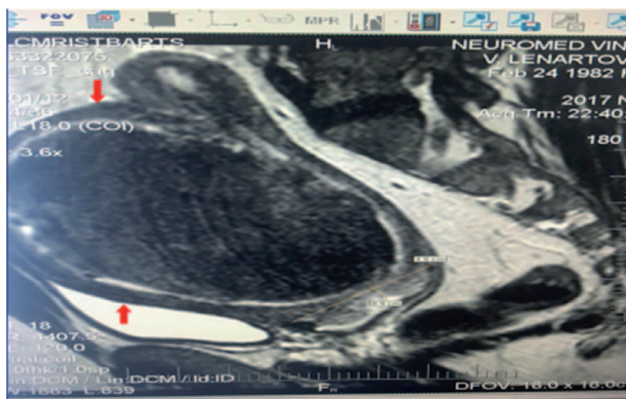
Пацієнтка О., 32 роки, діагноз: Міома матки. МРТ міоми у шийці матки з діаметром вузла 10 см
